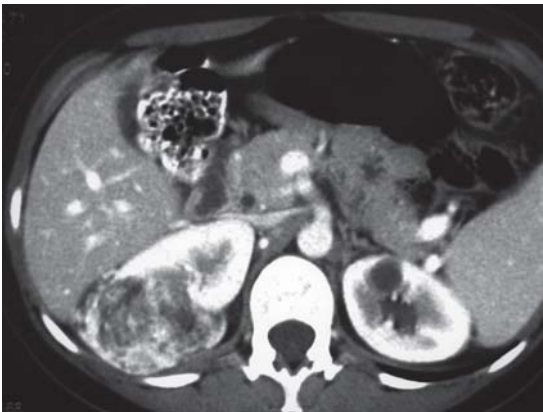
Tomografía axial computada que muestra gran lesión hipervascularizada y con contenido graso del polo superior derecho.
